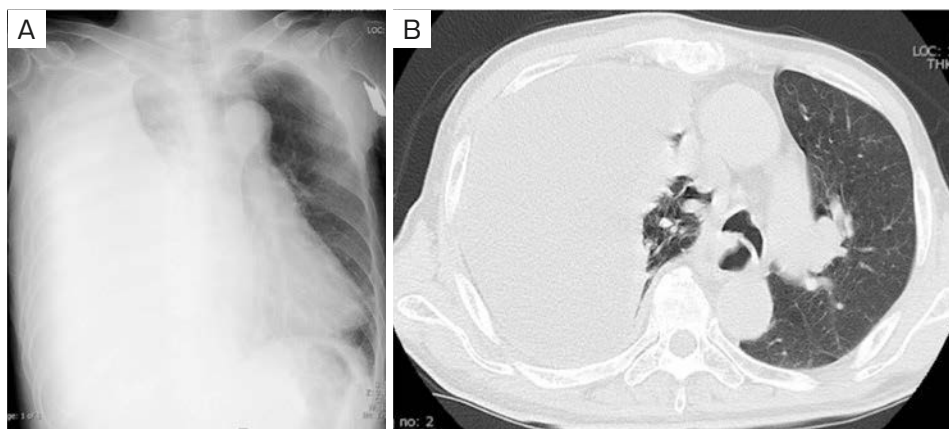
Chest radiograph (A) and computed tomography scan (B) showing massive right-sided pleural effusion and mediastinal shift to the left.
